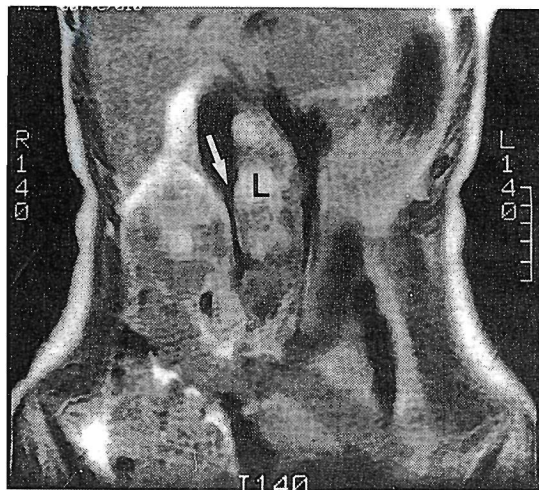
Coronal section, T_1 weighed MRI shows a huge right renal mass and enlargement of metastatic lymph nodes (L). Vena cava is compressed with the right renal mass and enlarged metastatic lymph nodes (white arrow).
